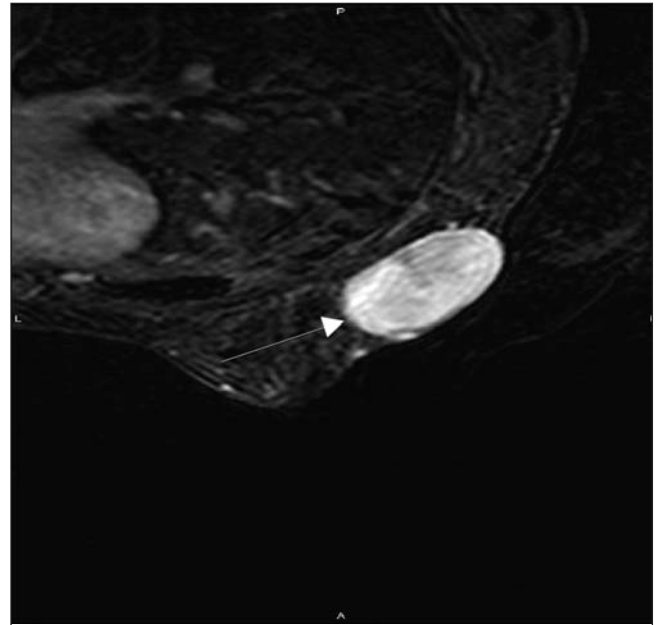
Imagen del DFSP en RMN.
